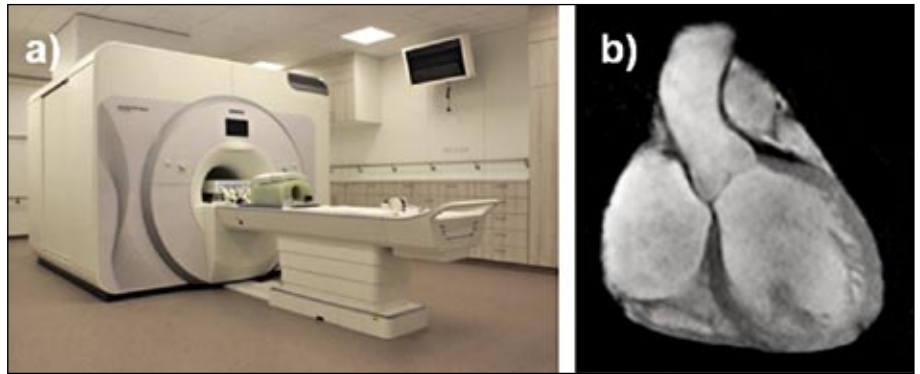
a) 7T-MRT Gerät am DZHI; b) MRT-Aufnahme des linksventrikulären Ausflusstraktes des Herzens bei 7T.
